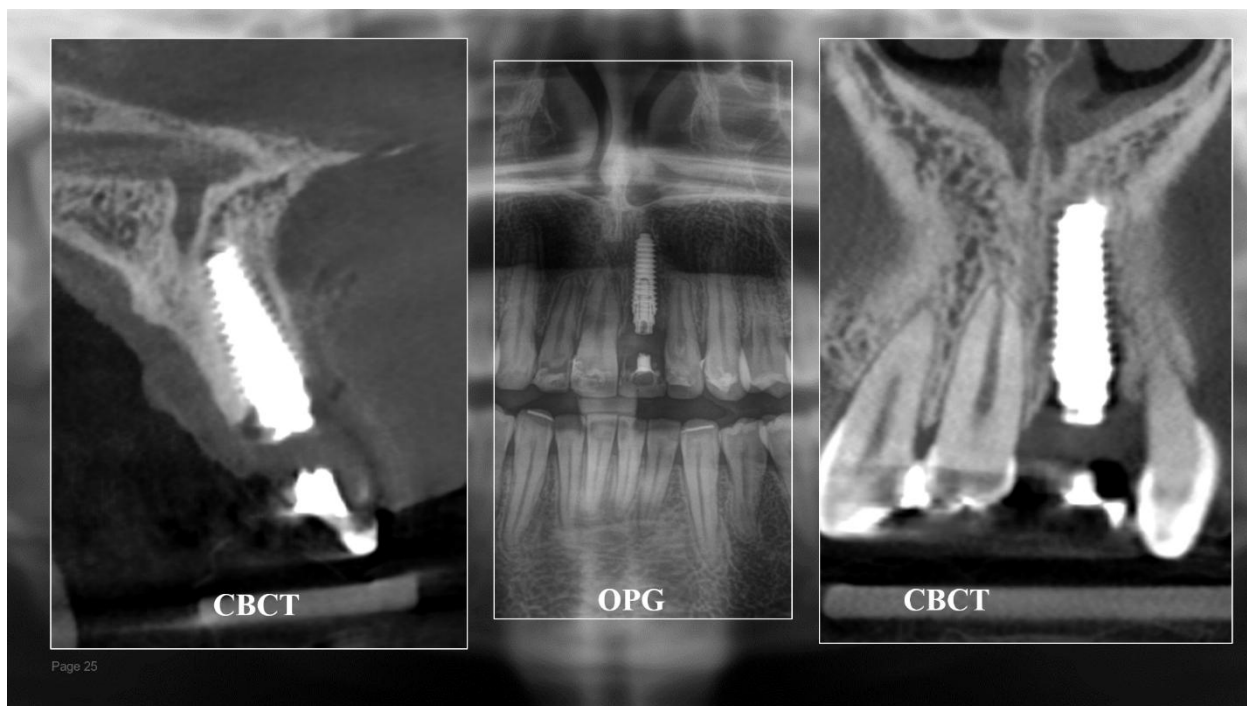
Radiografii postoperatorii. Inserarea corectă a implantului cu prezența tuturor pereților alveolari.
